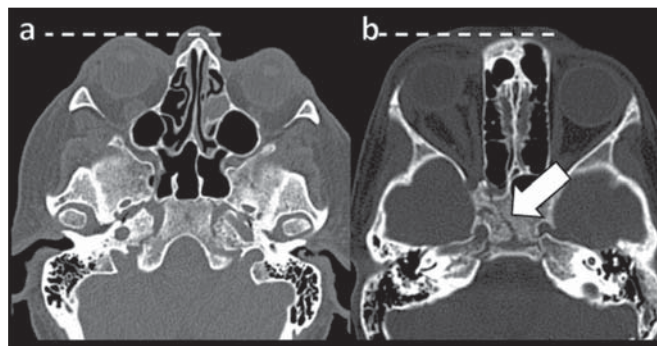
Tomografia computadorizada, janela óssea. a: Paciente do sexo feminino, 73 anos, com diagnóstico de FDSC. Proptose discreta à direita (linha tracejada). b: Paciente do sexo masculino, 8 anos, com diagnóstico de FCC pós-traumática. Proptose discreta à direita (linha tracejada) e fratura do osso esfenóide (seta grossa). A presença de fratura na base do crânio sugere origem pós-traumática no paciente da imagem b.
